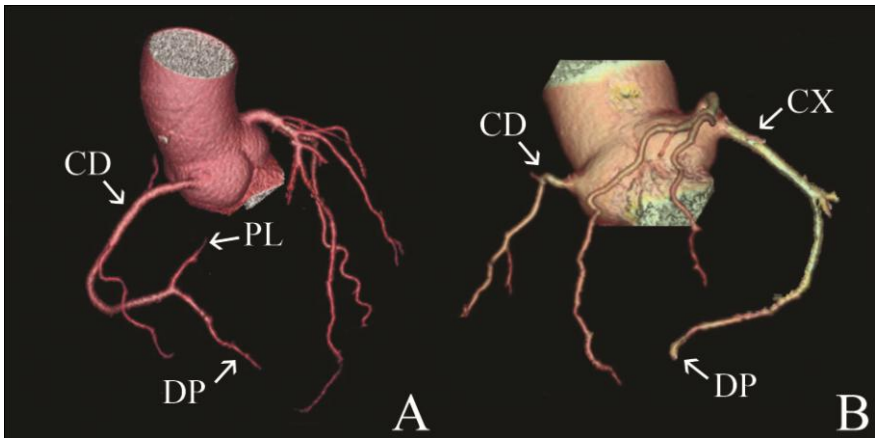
Reconstrução volumétrica de duas coronariografias por TC de 64 cortes; vista anterior com padrão de dominância direita (A) e vista inferior lateral esquerda com padrão de dominância esquerda (B); visualização da artéria coronária direita (CD), ramos descendente posterior (DP) e postero-lateral (PL) e artéria circunflexa (CX).
